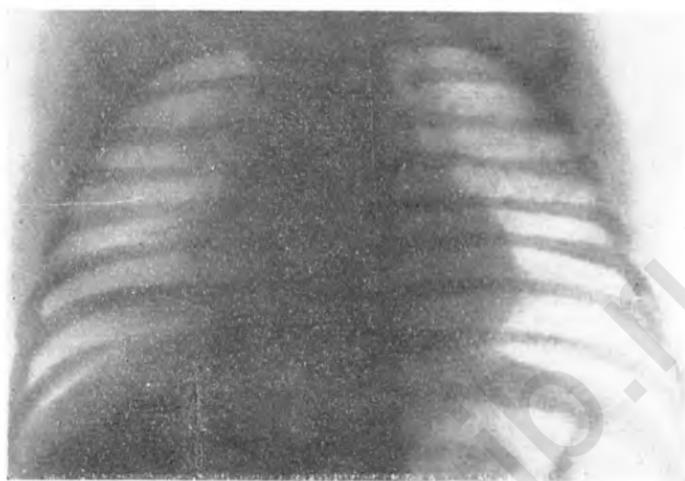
Рентгенограмма Мариньы П., 1½ месяца. Коклюш. 5-й день судорожного периода. Выраженное вздутие легких. Усиление корневых и легочных рисунков.
